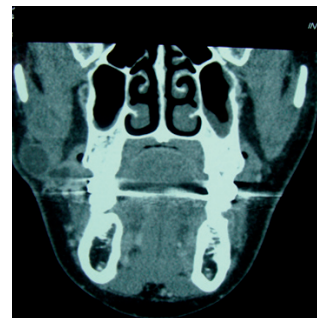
Tomografía computarizada coronal preoperatoria.
